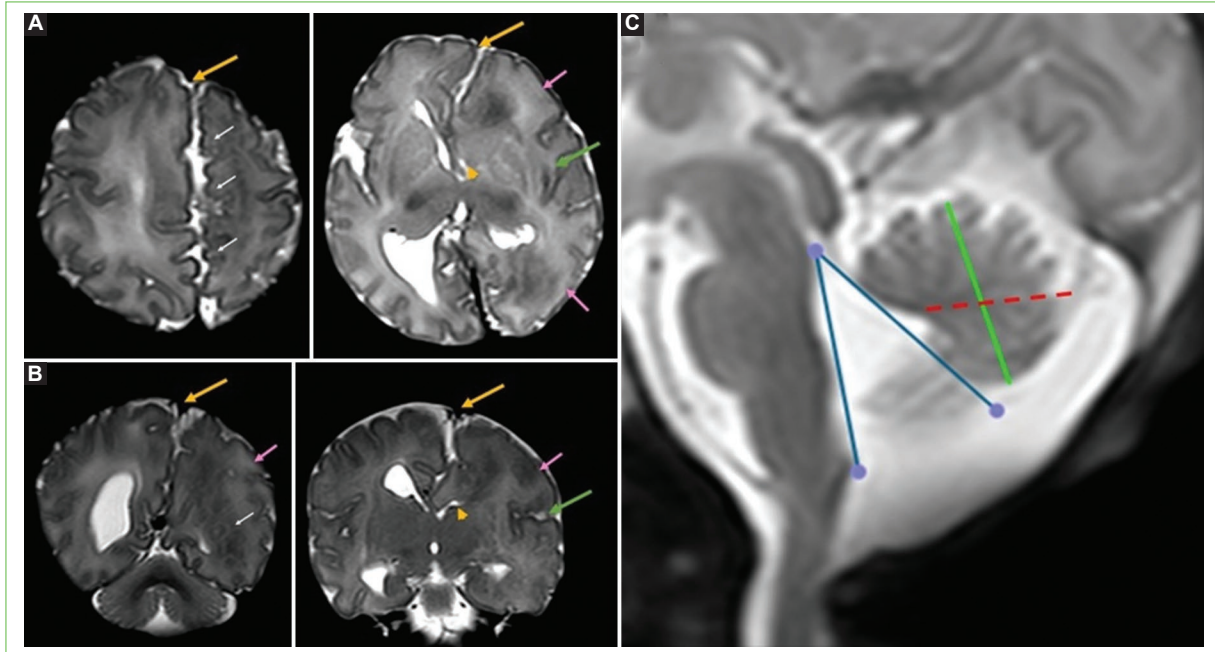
Resonancia magnética del recién nacido, a los 3 días de vida, en secuencias potenciadas en T2, cortes axiales (A) y coronales (B). Asimetría en el tamaño hemisférico con desviación de la hoz hacia la izquierda (flecha amarilla), asimetría del tamaño de los ventrículos laterales de predominio anterior (punta de flecha amarilla) e hipoplasia de la cisura de Silvio izquierda (flecha verde). Focos de paquigiria (flecha blanca) y polimicrogiria (flecha rosa). C: corte sagital en el que se observa la fosa posterior con disminución del tamaño del vermis en su porción caudal al plano entre el fastigio y declive (línea roja punteada), ángulo tegmento-vermiano aumentado de 35° (azul) y longitud cráneo-caudal del vermis (verde) de 17 mm, menor que el percentil 10 esperado para la edad; hallazgos compatibles con hipoplasia vermiana.
